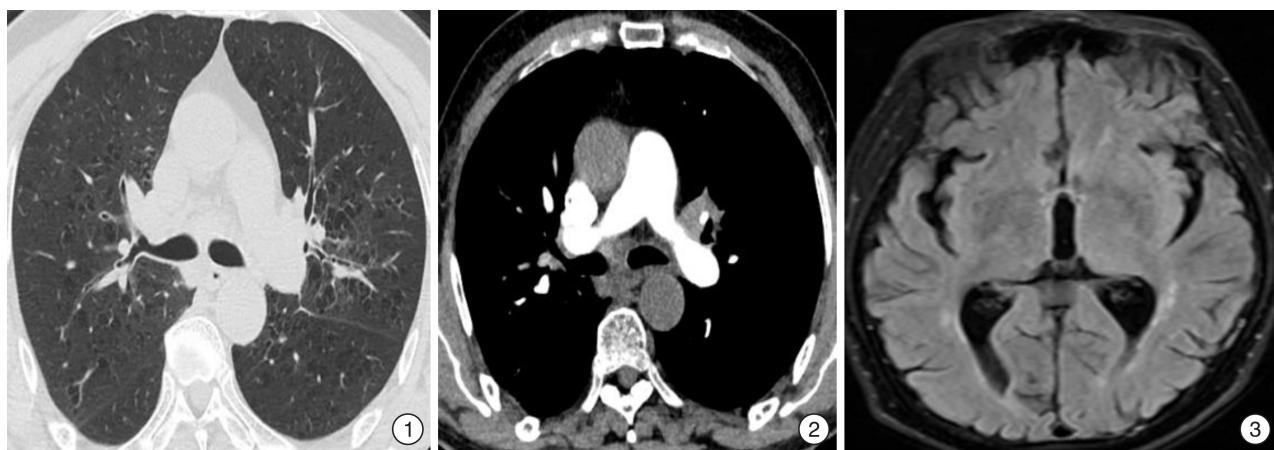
患者胸部 CT; 图 2 患者肺动脉 CTA; 图 3 患者头颅 MRI
